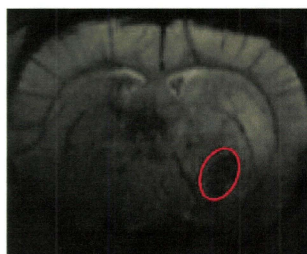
高分子ミセル造影剤投与3時間後のMRI画像
